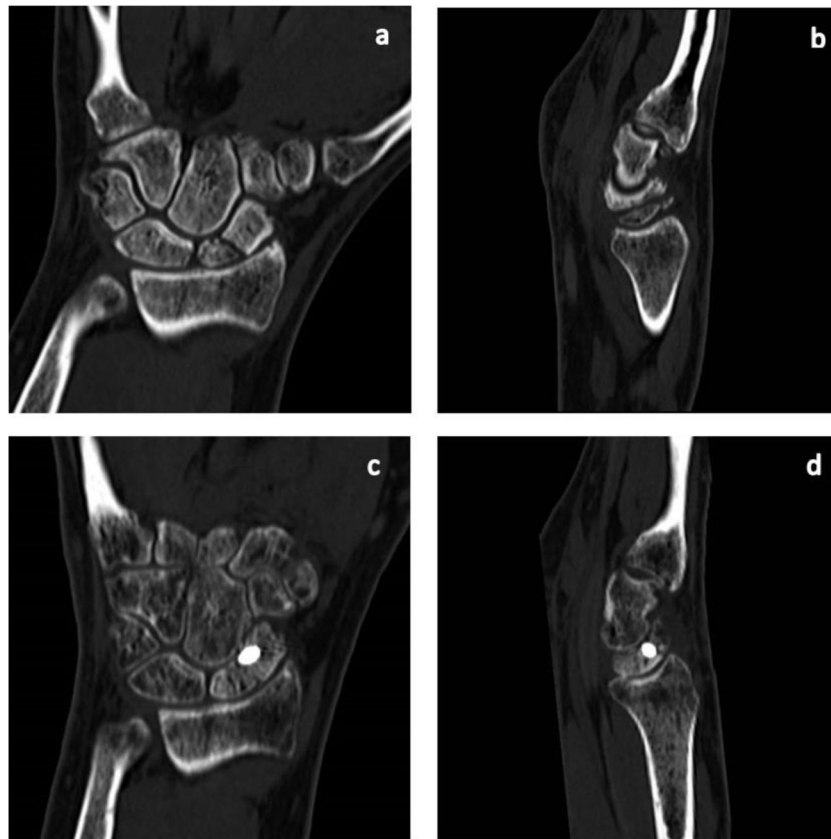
Varón de 37 años operado transcurridos 9 meses de una fractura de escafoides. Mano derecha dominante. Cortes coronal (a) y sagital de la TC preoperatoria. Cortes coronal (c) y sagital (d) de la TC realizada a los 3 meses de la cirugía.
